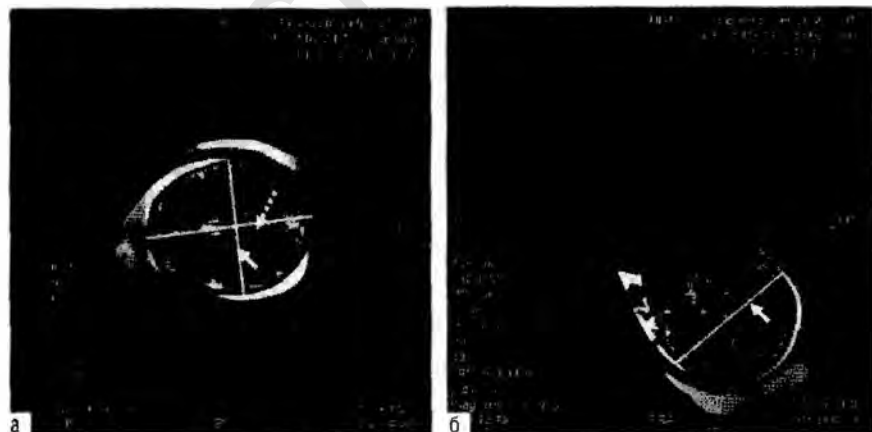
Серии магнитно-резонансных томограмм головки плода, соответствующих аксиальной (а) и коронарной (б) проекциям, для измерения бипариетального (сплошная стрелка) и лобно-затылочного (пунктирная стрелка) размера головки.
